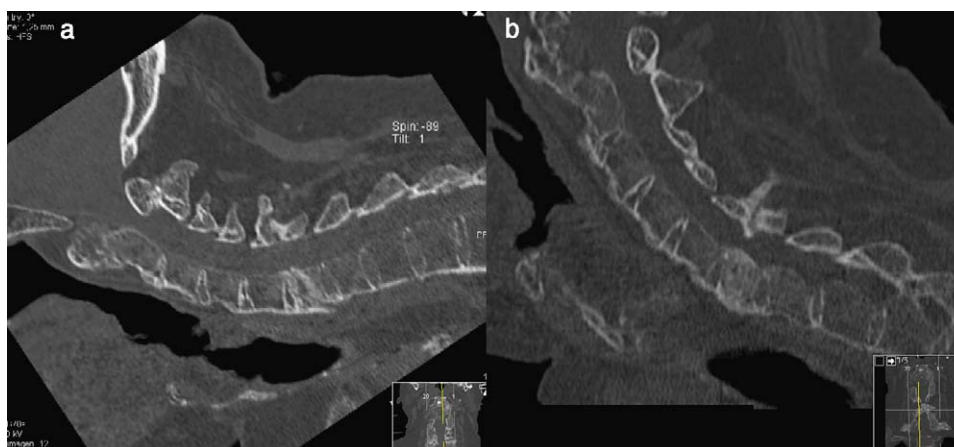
Imágenes de TAC 3D: a) ingreso y b) a los dos meses, cuando se instauró el tratamiento con teriparatida.
